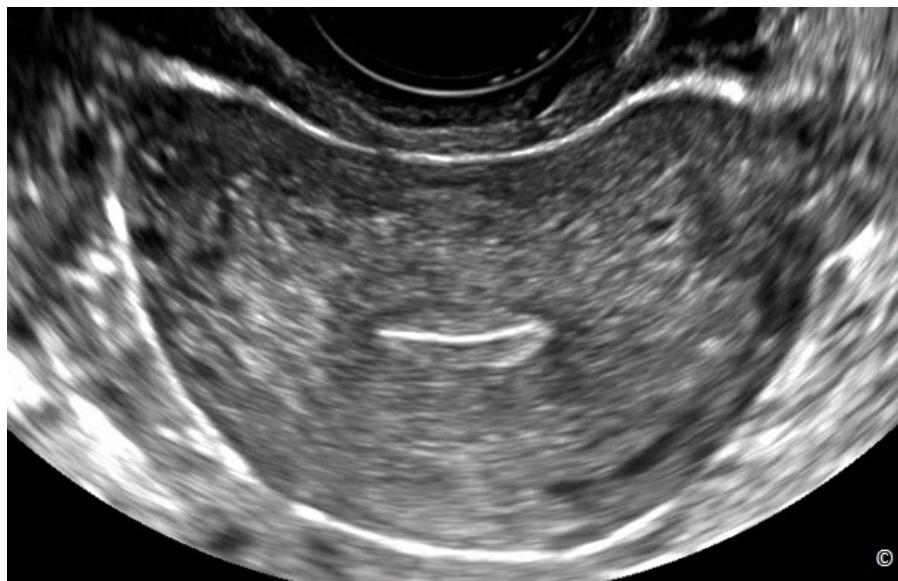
Ultrasonido transvaginal en un plano transversal del útero, que se obtiene mediante la rotación del transductor a 90 grados desde el plano medio sagital (véase Figura 12.3). Para más detalles en imágenes de ultrasonido del útero, consulte el Capítulo 11.
